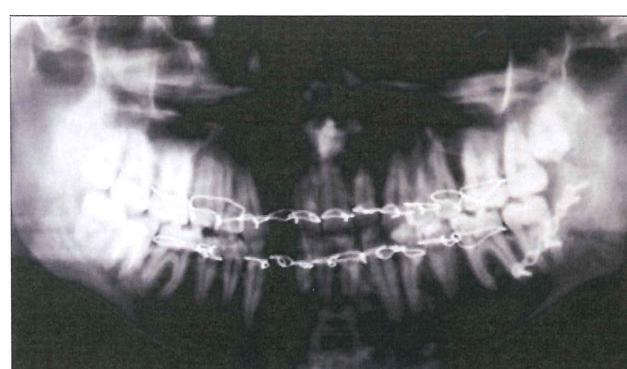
Ортопантомограмма через 1 мес после оперативного вмешательства.
